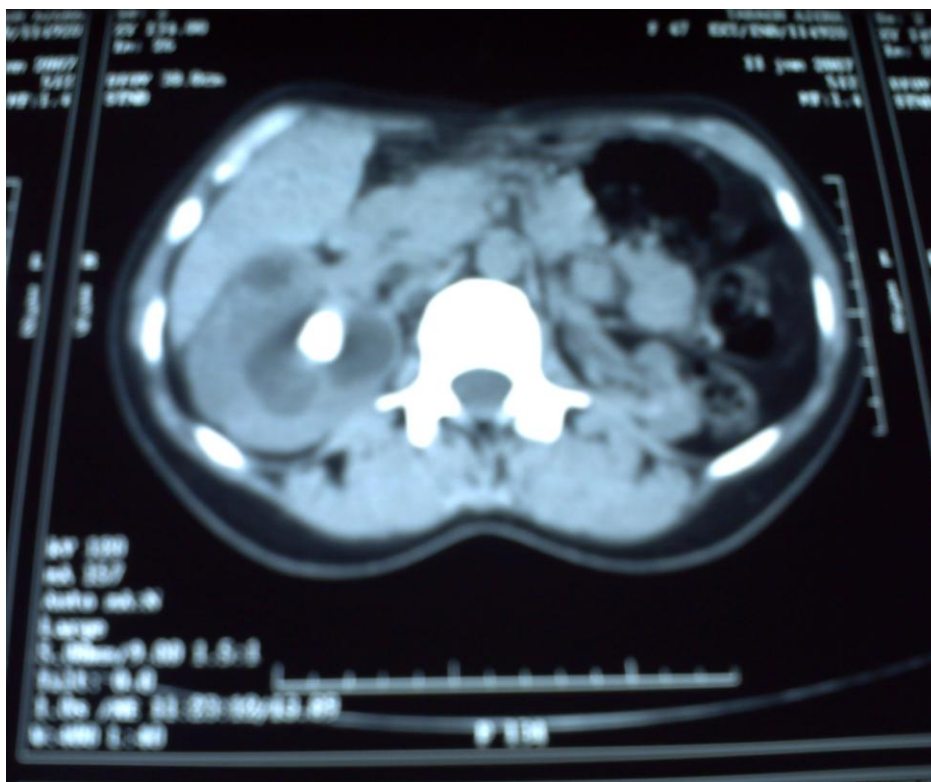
image TDM d'un patient suivi pour lithiase rénale droite.
